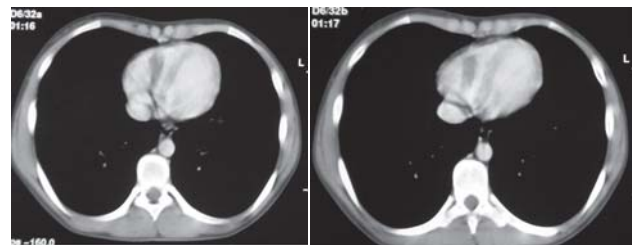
Tomografia computadorizada do tórax após contraste endovenoso – Imagem hipodensa em topografia do átrio direito
